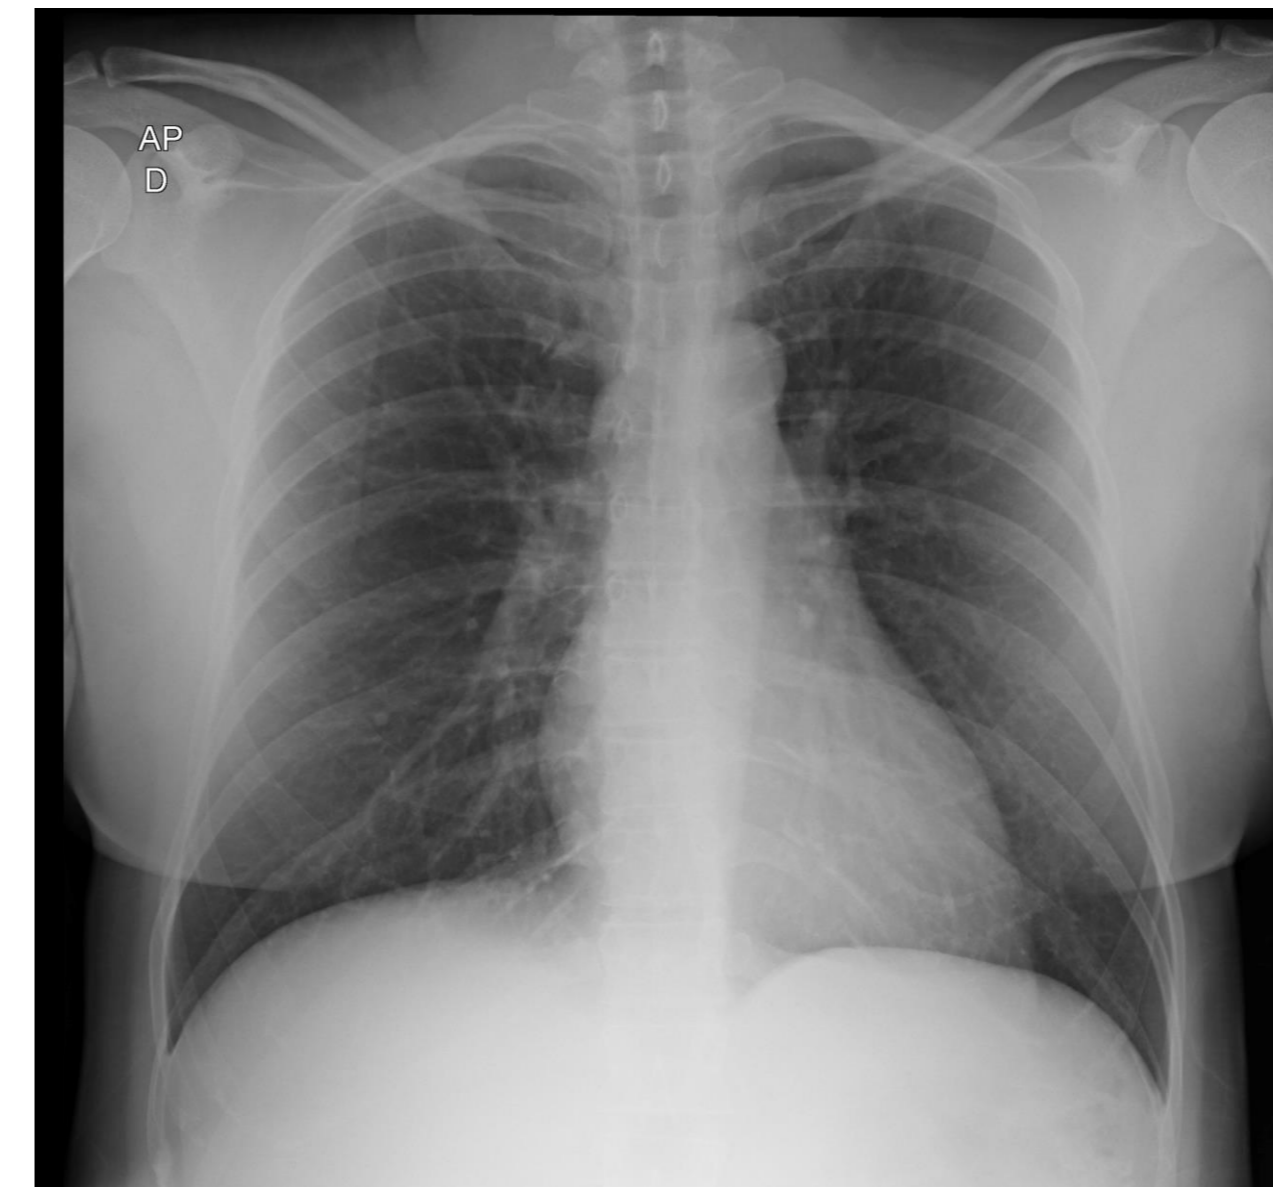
Radiografia de tórax mostrando rápida evolução congestão pulmonar e edema agudo de pulmão . Esquerda : Admissão . Direita : aprox. 12 horas de evolução
